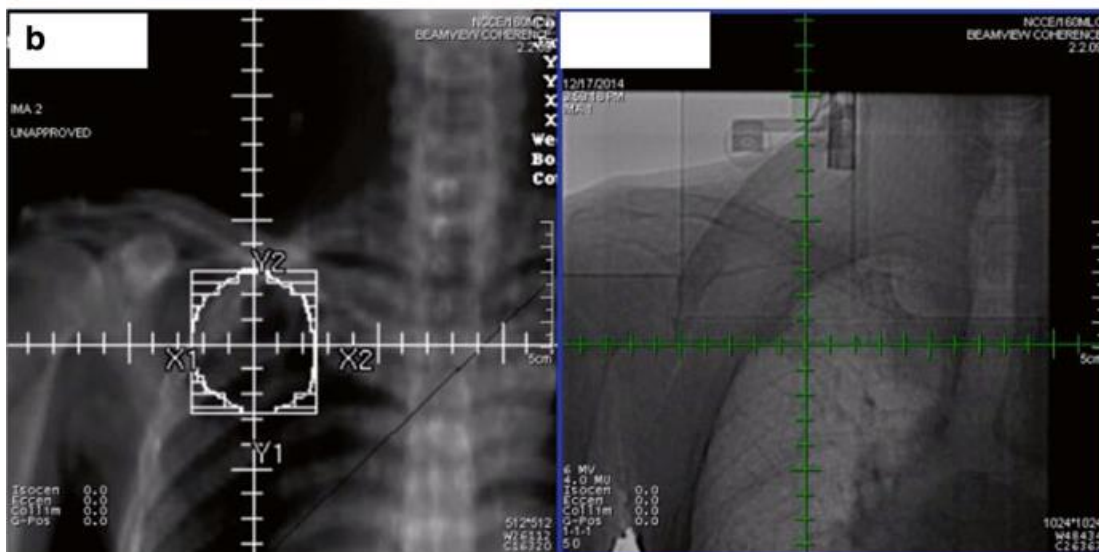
Image MV 2D (b) et image 3D MV-CBCT (c) à l'aide d'un Linac avec un système d'imagerie MV embarqué (a)
